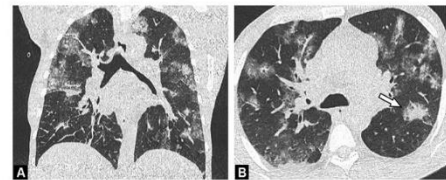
O exame de TC do tórax sem contraste foi realizado 6 dias após o início dos sintomas num homem de 66 anos com pneumonia por COVID-19. As imagens de TC axial (B) e coronal (A) demonstram opacidades bilaterais em vidro despolido associadas a áreas irregulares de consolidação (seta) nas zonas central e periférica do pulmão. (Hani et al. 2020)
